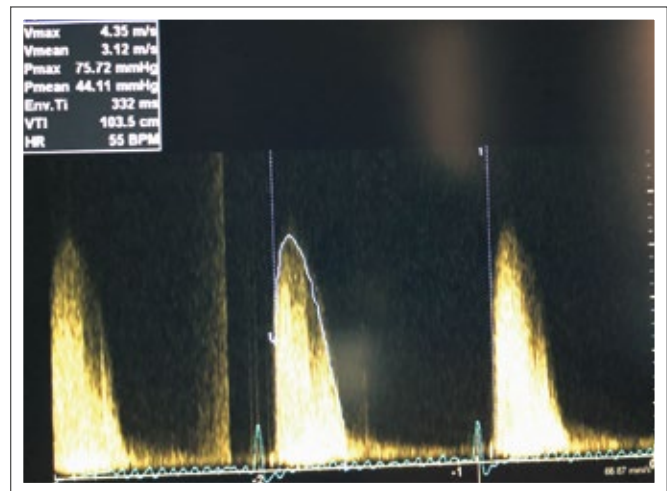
Aortenklappenstenose mit Stabsonde von rechts parasternal. Die VTI von apikal betrug nur 80 cm, von parasternal mit der Stabsonde 103,5 cm, was einen gravierenden Unterschied bedeutet.
